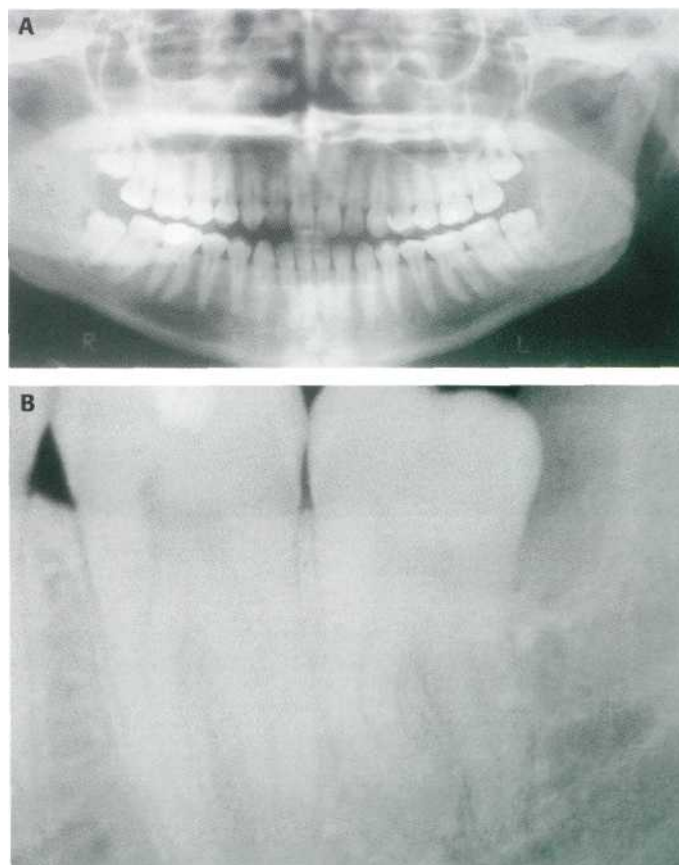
Estudio radiográfico mínimo de los terceros molares. (A) Ortopantomografía. (B) Radiografía periapical del 3.8.
